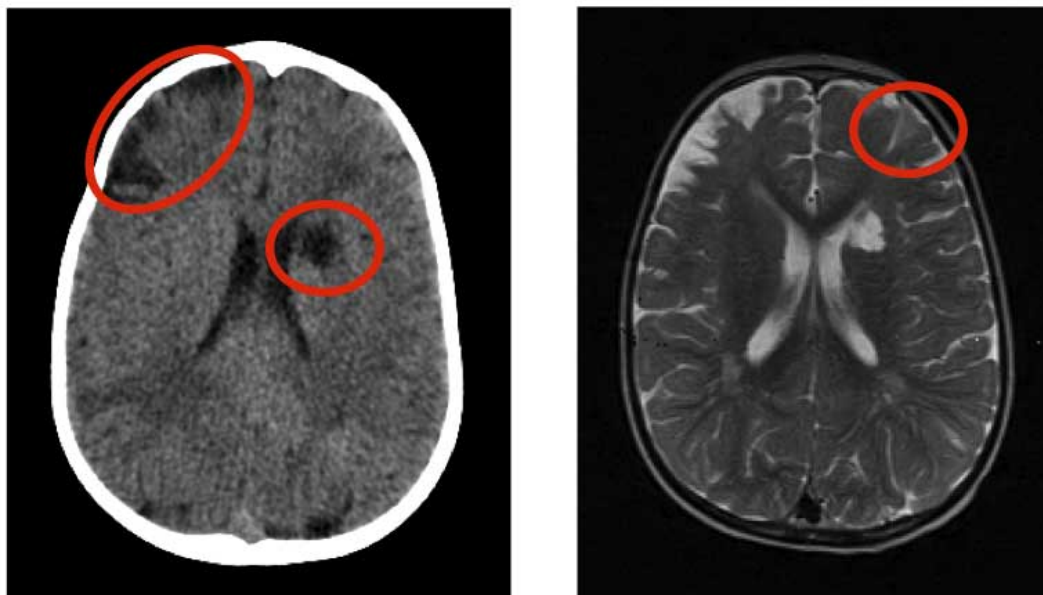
Stroke cerebrale. TC (a sinistra) e RMN (a destra).
